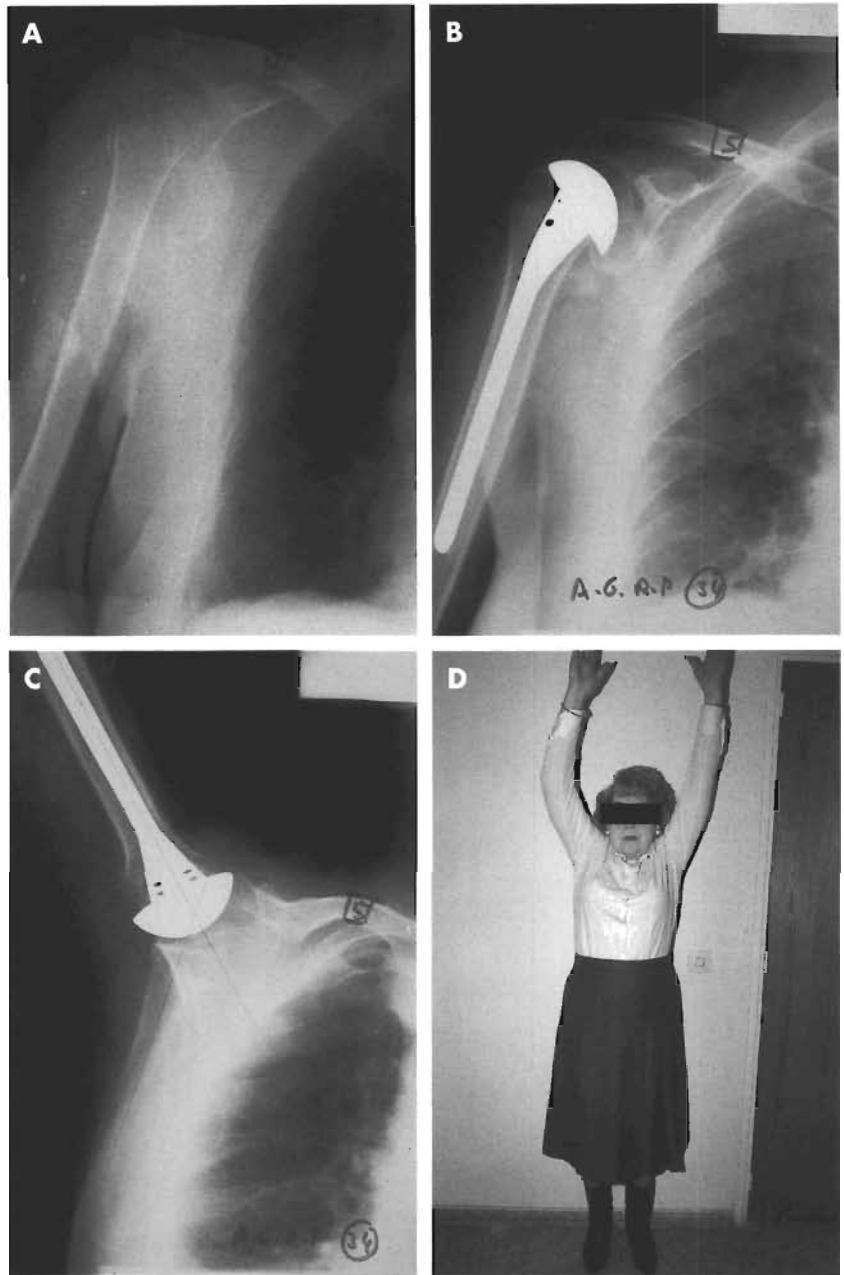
Mujer de 76 años con fractura-luxación de extremidad proximal de húmero. A. Imagen de la lesión. B y C. Radiografías a los 10 años de la hemiarthroplastia de hombro. D. Estado clínico a los 10 años de la intervención.
